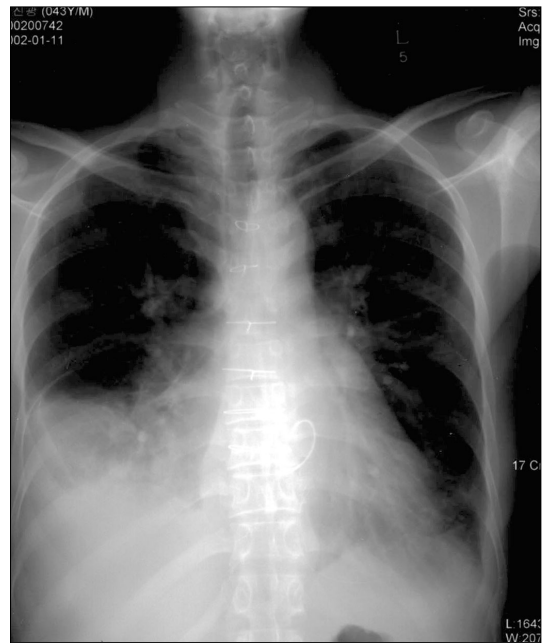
Chest X-ray at admission showing both pleural effusion and cardiomegaly.
